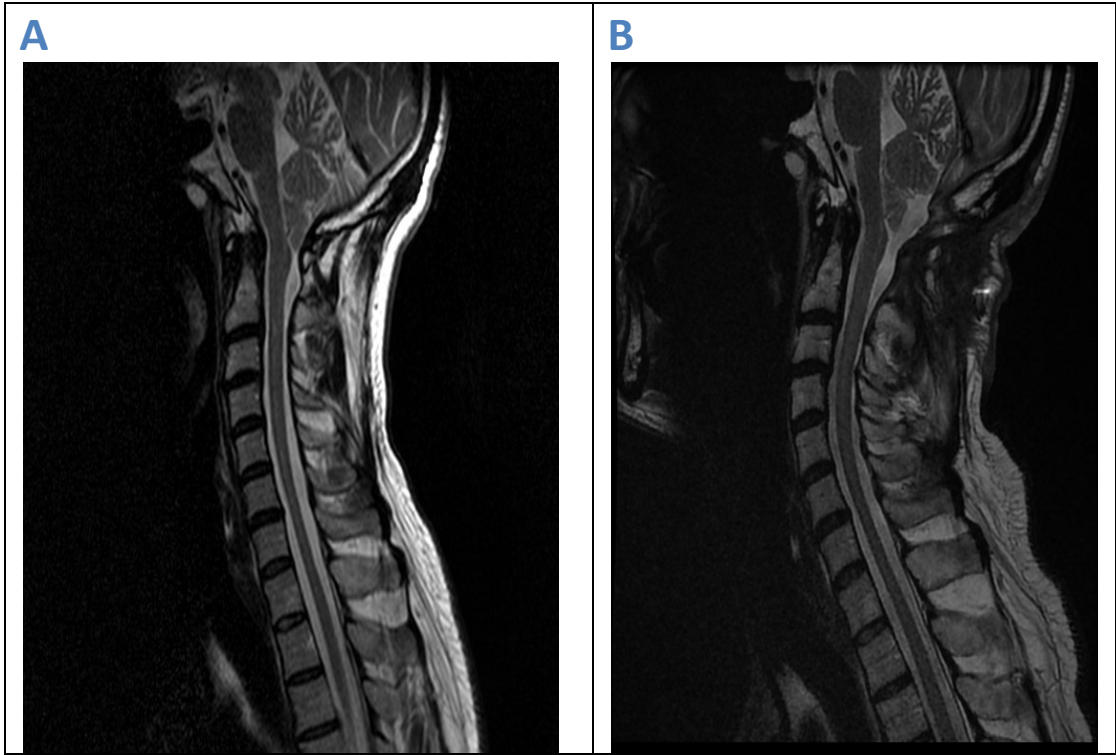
CM+SM nedeniyle opere edilen olgu. Cerrahi sonrası çekilen MRG’inde siringomyelide gerileme mevcut. (A: preop MRG, B: postop MRG)
